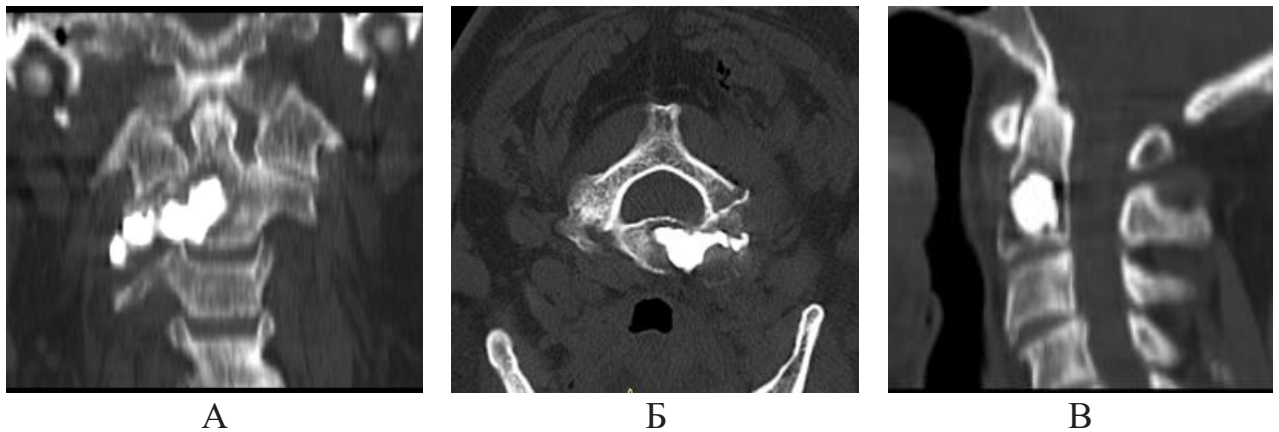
Компьютерные томограммы шейного отдела позвоночника больного В. после чрескожной вертебропластики (А – фронтальный срез, Б – аксиальный срез, В – саггитальный срез)
